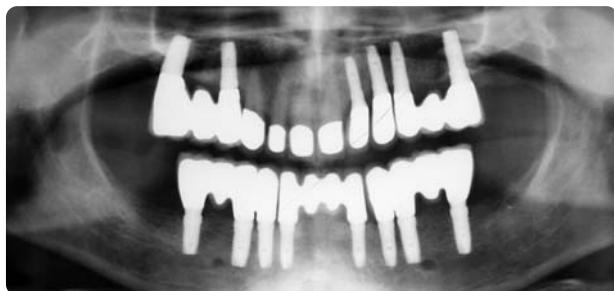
Röntgenologische Kontrolle nach der Eingliederung des definitiven Zahnersatzes im Ober- und Unterkiefer. Der Platform Switch wurde auch bei der Übertragung der definitiven Prothetik im Unterkiefer beibehalten. Die Sinusaugmentationen zeigen eine homogene Verknöcherung, die Implantate sind gut osseointegriert. – Abb. 10: Die biologische Breite bildet sich bei allen aus dem Knochen in die Mundhöhle ragenden Körpern. Bei zweiteiligen Implantaten beginnt die Ausbildung der biologischen Breite immer am Übergang zwischen Implantat und Aufbau. Daher kann man durch das Switchen den Abstand zwischen Implantatschulter und Aufbau nach innen legen und so den Knochenumbau steuern. In diesem Beispiel wurde auf ein Implantat mit 5 mm Durchmesser ein Aufbau mit Durchmesser 4,3 mm eingesetzt.
